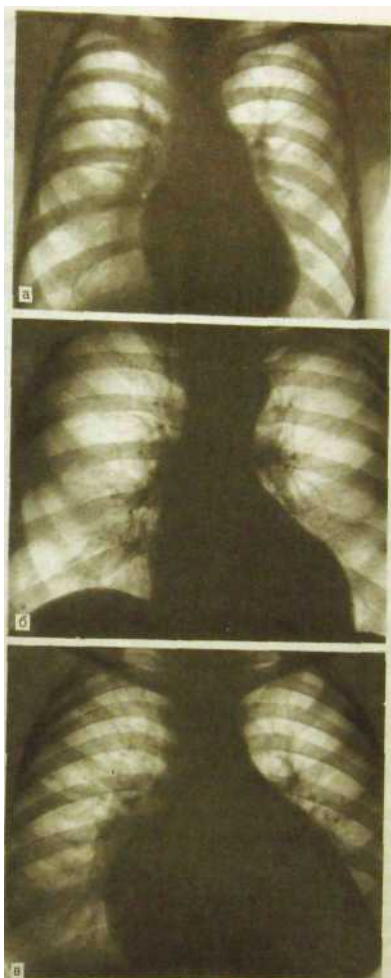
67. Форма тени сердца на рентгенограммах в прямой проекции
